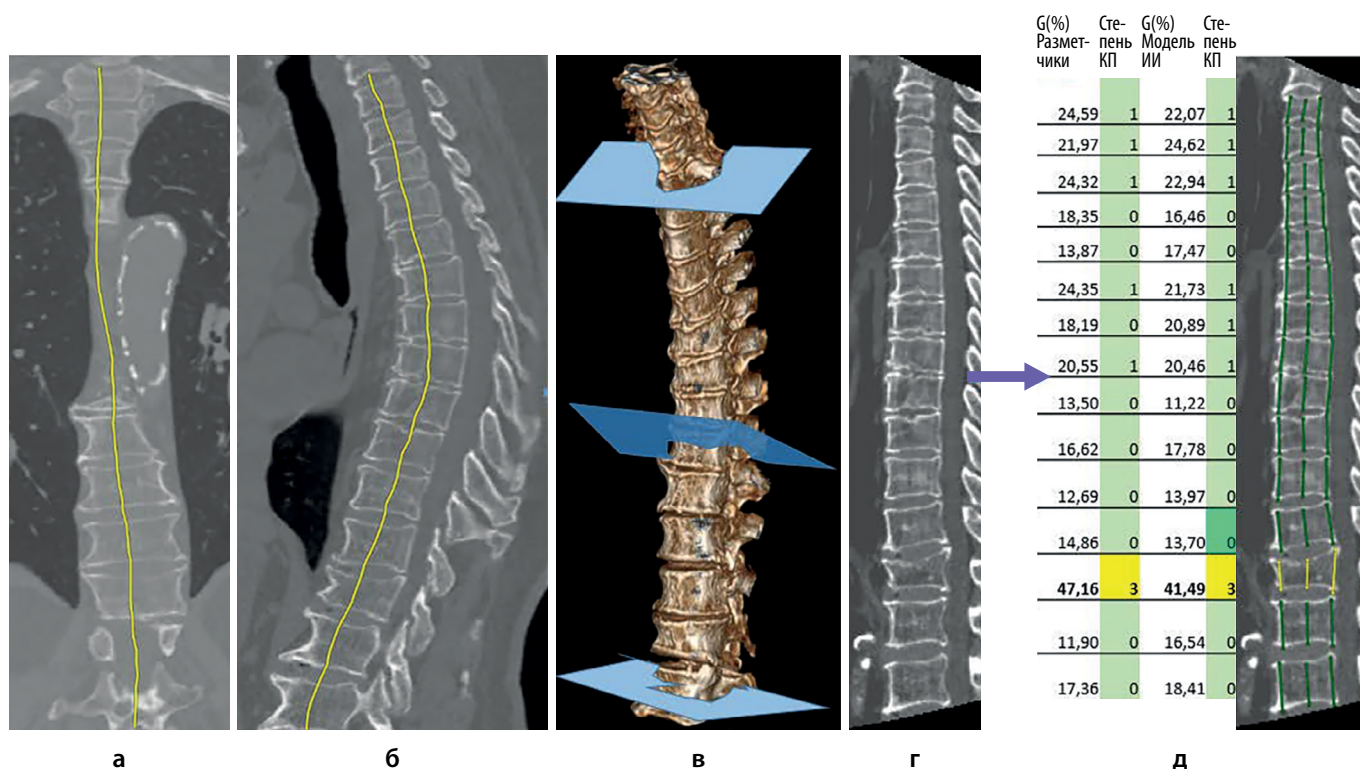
Обзор работы модели Comprise-G. Этап 1: локализация центров позвонков на 3D-КТ а) в коронарной; б) в сагиттальной плоскости; в) 3D-модель с непараллельными плоскостями, направленными перпендикулярно позвоночному столбу; г) создание 2D-изображения путем «выпрямления» позвоночника. Этап 2: д) определение ключевых точек и соответствующих высот тел позвонков, расчет индекса G: цветом обозначена степень компрессии позвонка по Genant (зеленый цвет — норма и слабая степень компрессии: 0; 1, желтый — средняя и выраженная 2; 3).
